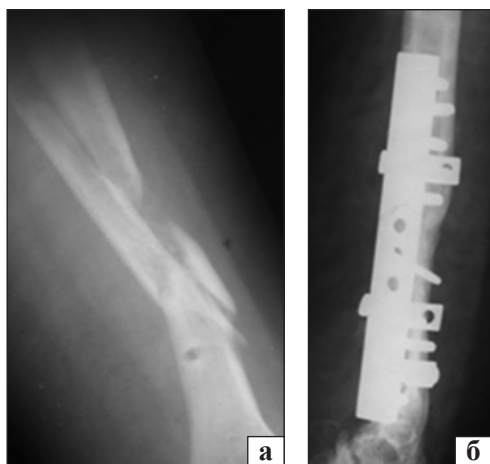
Рентгенограми пацієнтки М.: а) на момент госпіталізації, багатовідламковий незрощений перелом плечової кістки, стан після остеосинтезу спицевим АЗФ та його видалення; б) через 3,5 міс. після остеосинтезу ПФКВ із кістковою автопластикою
